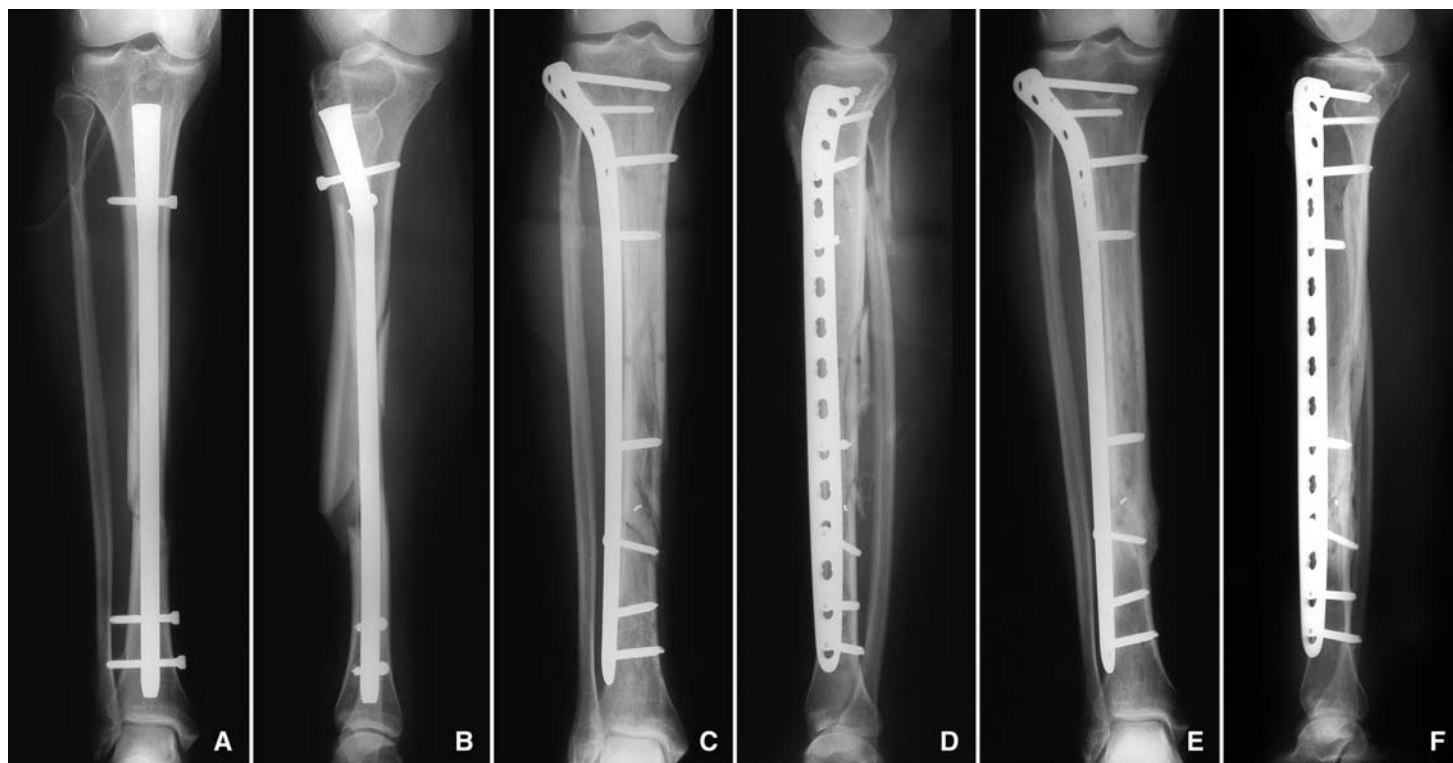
Enclouage alésé non satisfaisant sur une fracture spiroïde courte, compliquée d'un refend postérieur important peropératoire : radiographies postopératoires de face (A) et de profil (B). La tentative de réenclouage se solde par un échec en raison d'une sortie du guide ou du clou au niveau de la corticale postérieure. Ostéosynthèse percutanée par plaque LCP (Locking Compression Plate) longue : radiographies postopératoires de face (C) et de profil (D). Consolidation obtenue sans greffe complémentaire avec appui total et indolore à 5 mois : radiographies à 1 an de face (E) et de profil (F).
